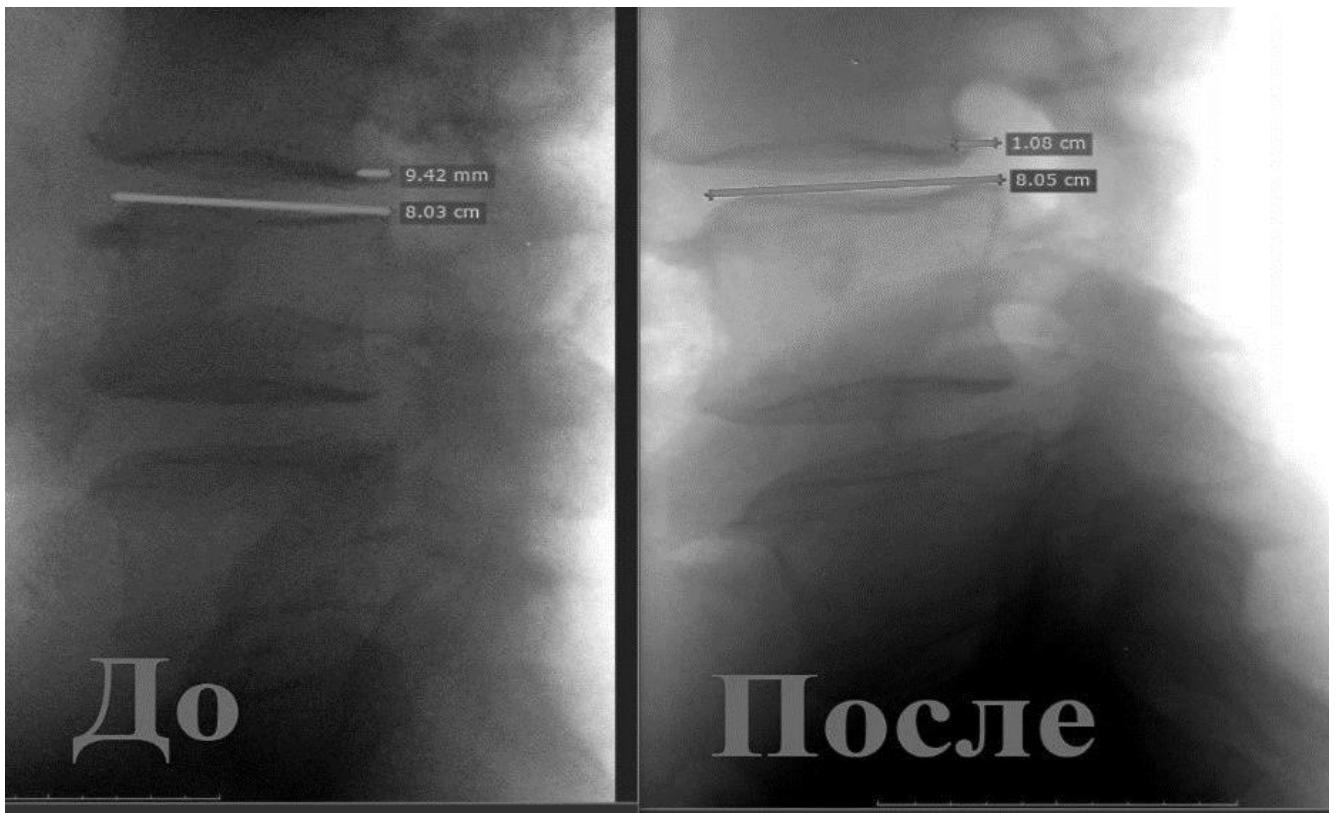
Рентгенограмма в боковой проекции в нейтральной позиции пациента М-ева (И/б 418-2018) до и после оперативного лечения
